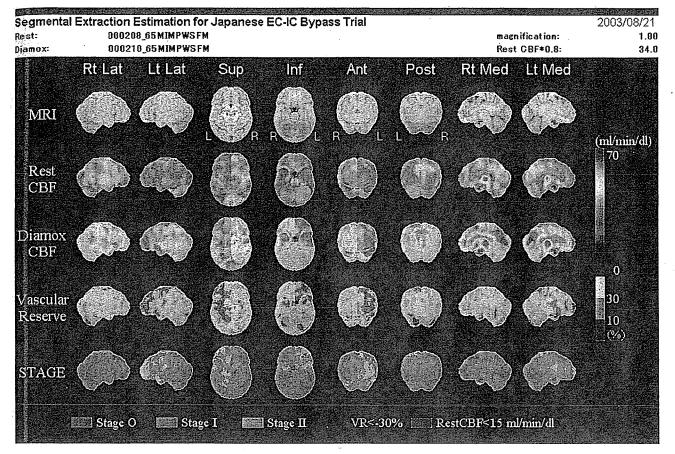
の症例での術後脳血流 SPECT の SEE 解析
